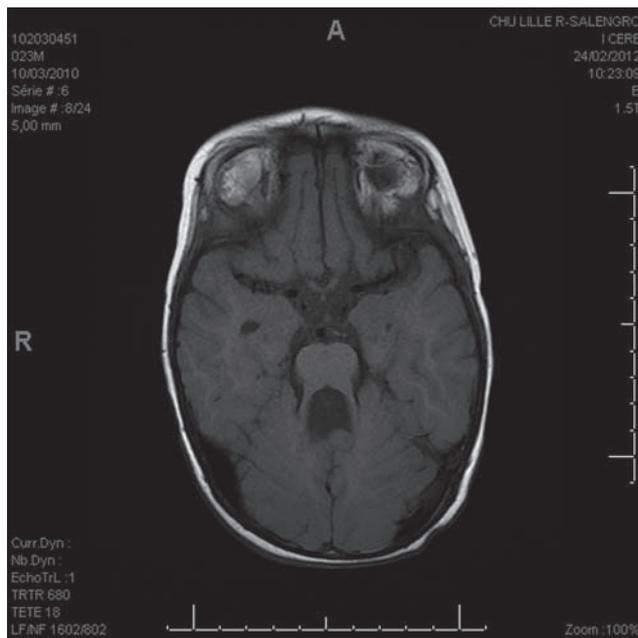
Aspect IRM du syndrome de Joubert : hypoplasie du vermis cérébelleux donnant un aspect de dent molaire.
